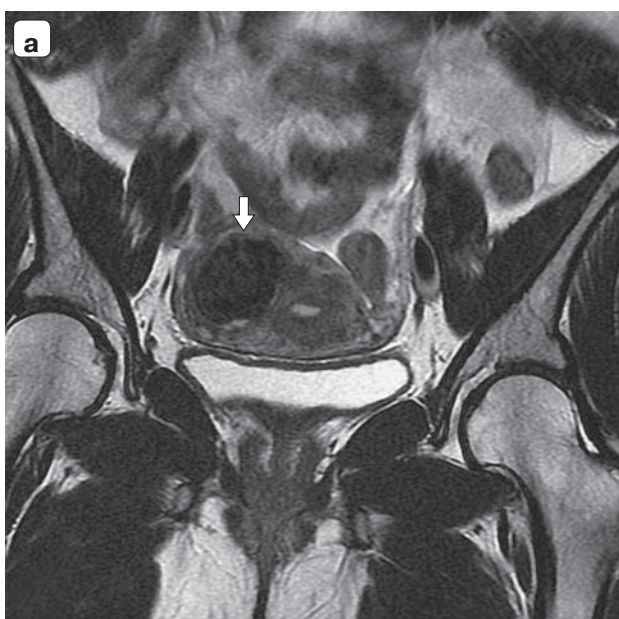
МРТ-картина интрамуральной миомы матки на T2ВИ. а – изображение узла в коронарной плоскости (по короткой оси); б – изображение узла в аксиальной плоскости (по длинной оси). Стрелками показан интрамуральный узел достаточно гомогенной структуры и низкого сигнала на T2ВИ по отношению к миометрию, в узле не отмечается участков кистозной дегенерации.
